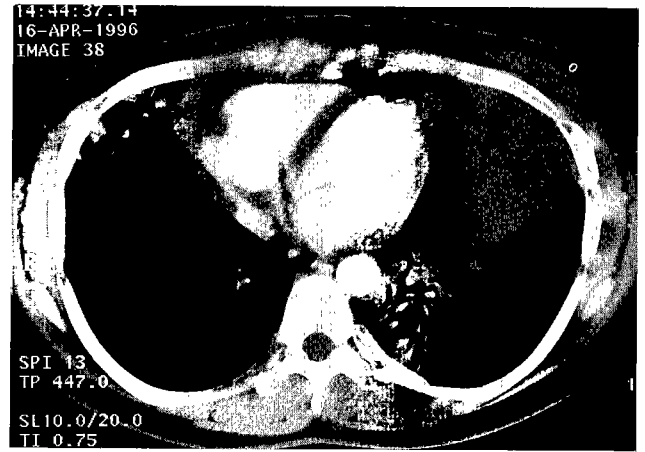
Preoperative chest CT shows left mediastinal mass, pleural effusion and pericardial effusion
